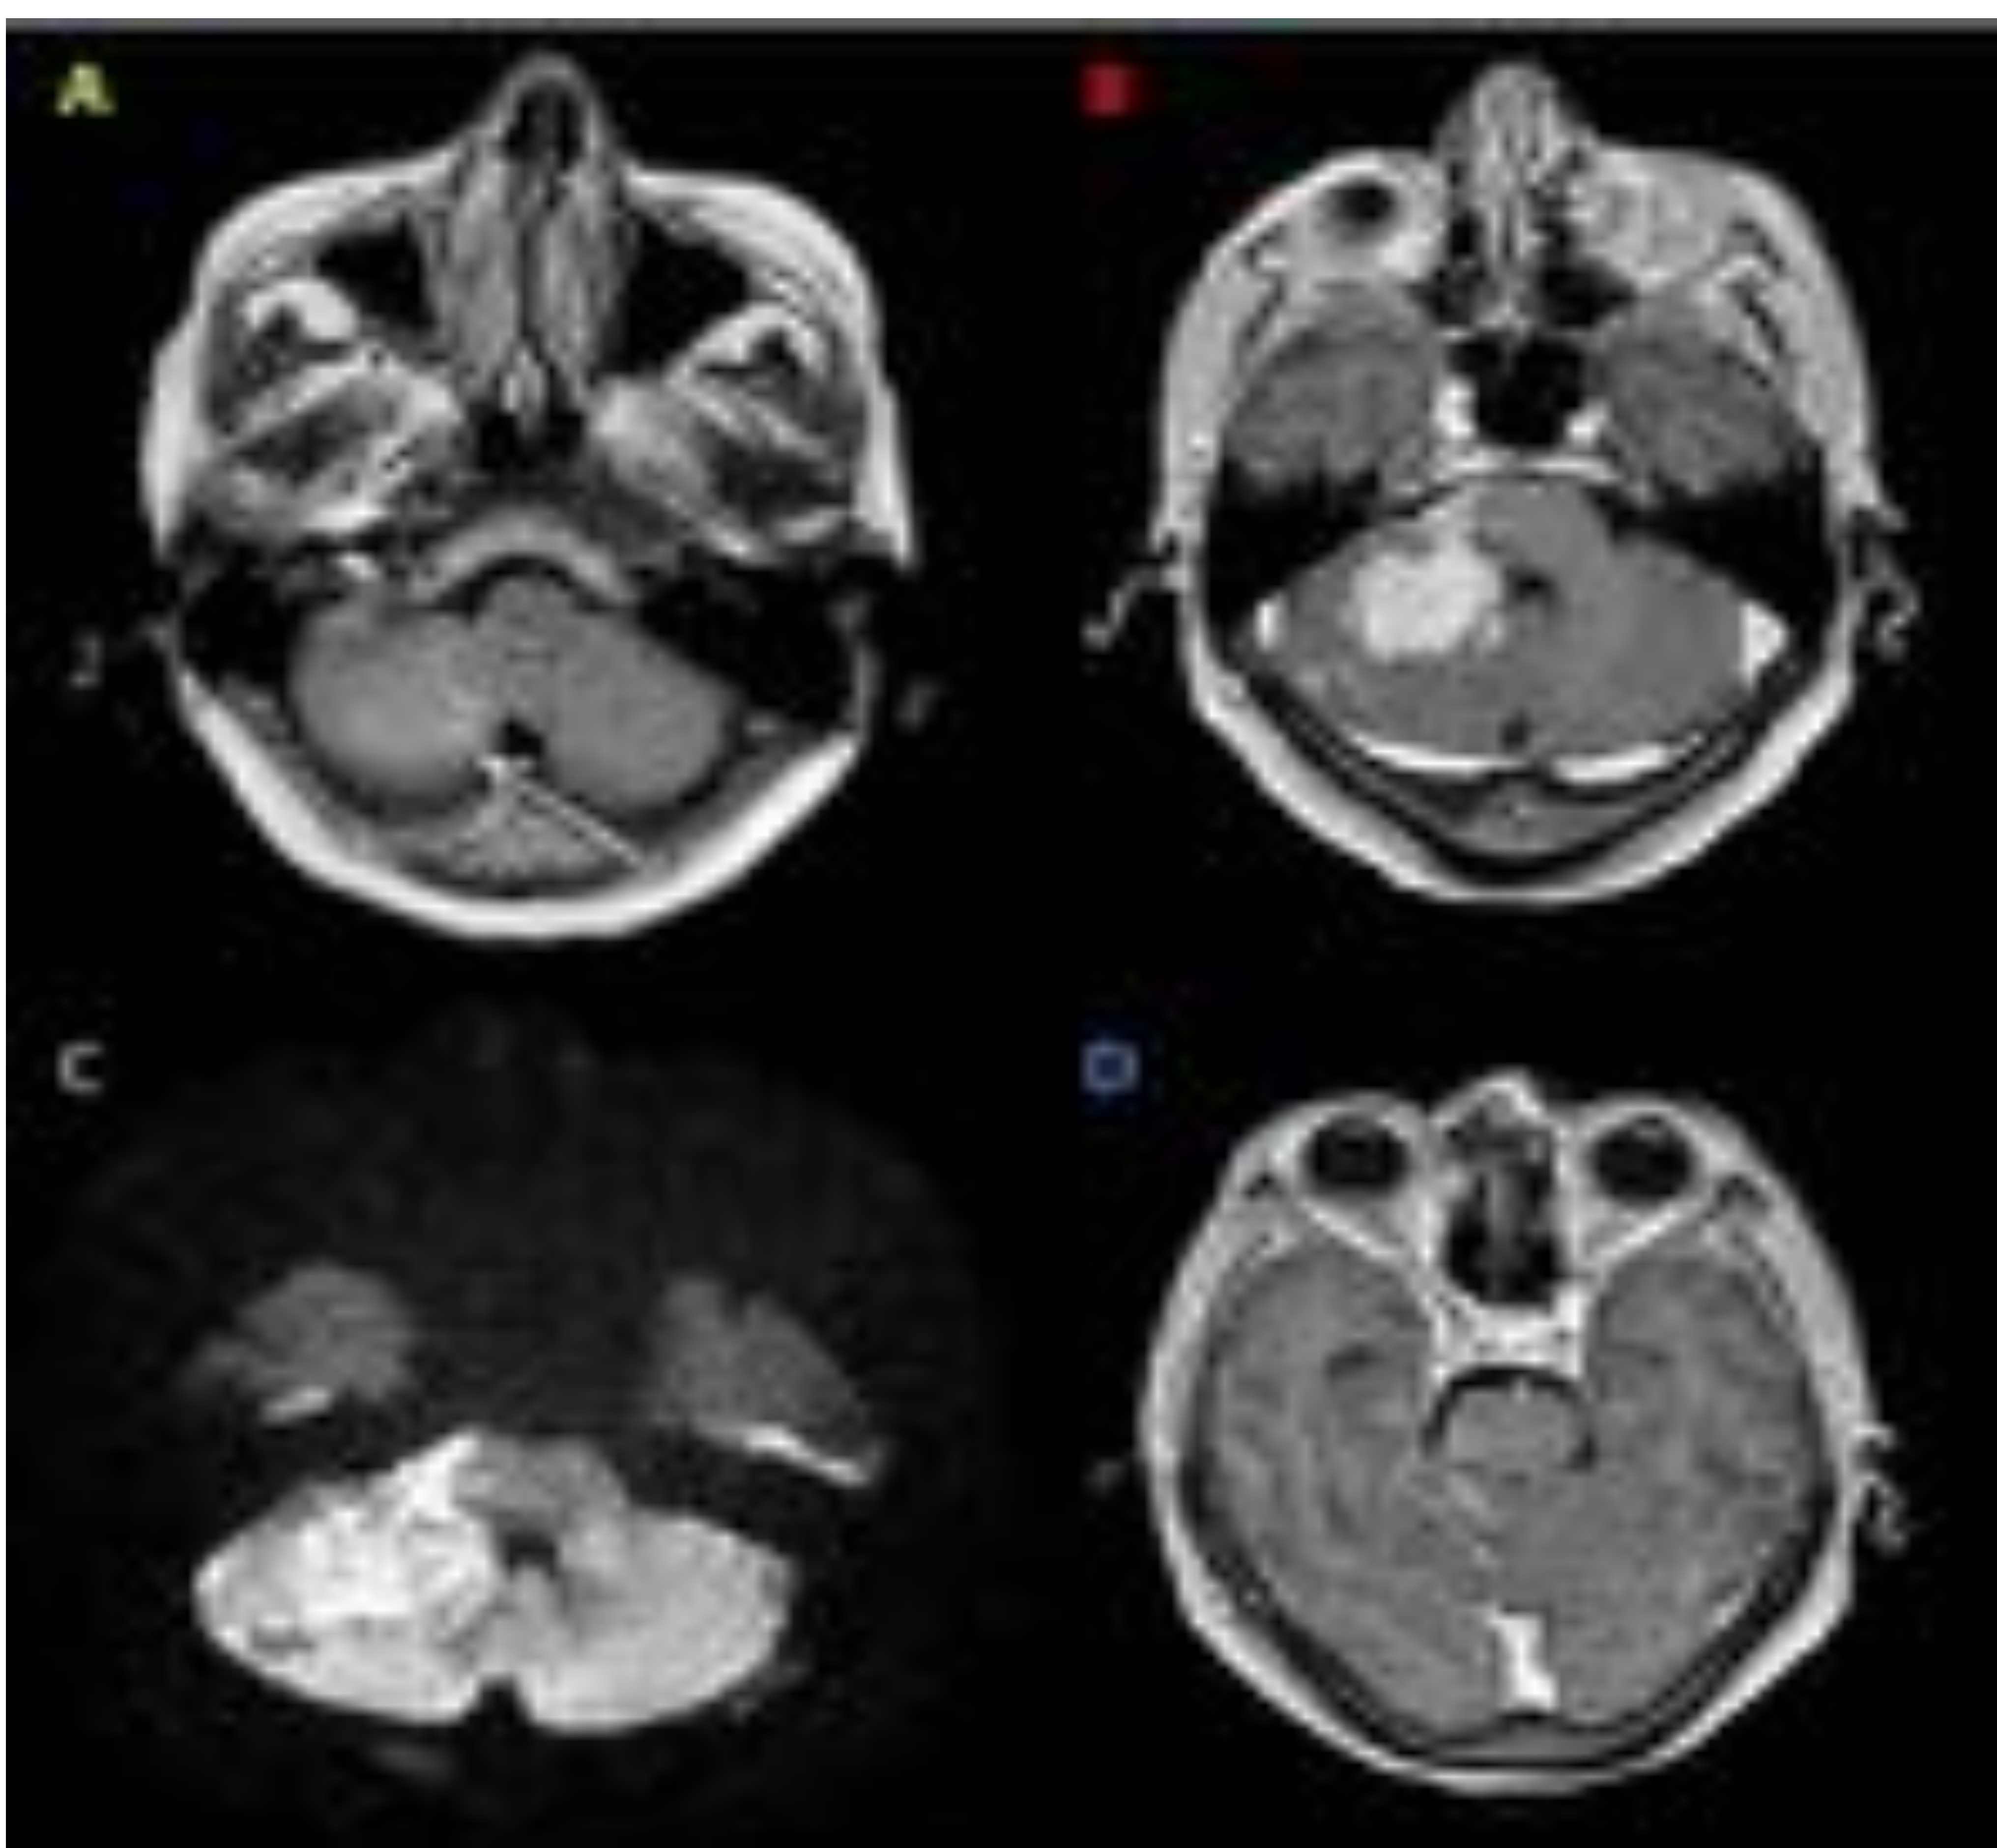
Linfomatosis leptomeníngea secundaria por contigüidad. En la imagen FLAIR (A) se identifica una hiperintensidad en los surcos entre las folias cerebelosas (flecha) debido a una infiltración leptomeníngea por contigüidad a una masa linfomatosa cerebelosa que muestra un intenso realce en la secuencia T1 con gadolinio (B) y una restricción de la difusión (C). La afectación de la leptomeninge presenta captación en la secuencia tras la administración de Gd (D).
